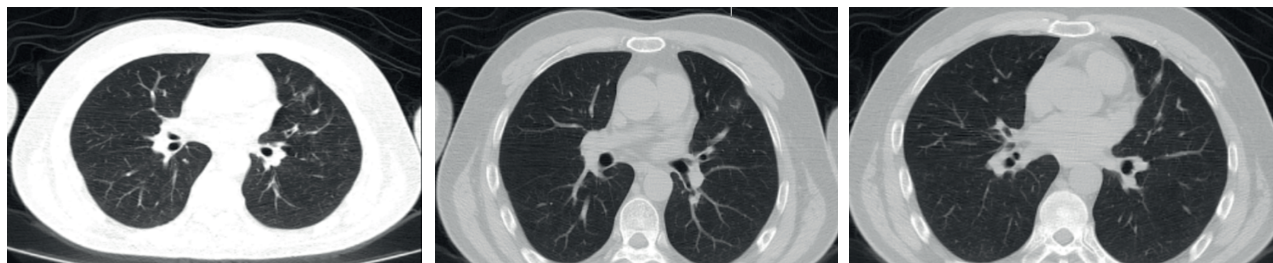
17.06.2022 г. КТ, полученные через 12 месяцев наблюдения, в языковых сегментах верхней доли левого легкого определяются линейные фиброзные изменения.
